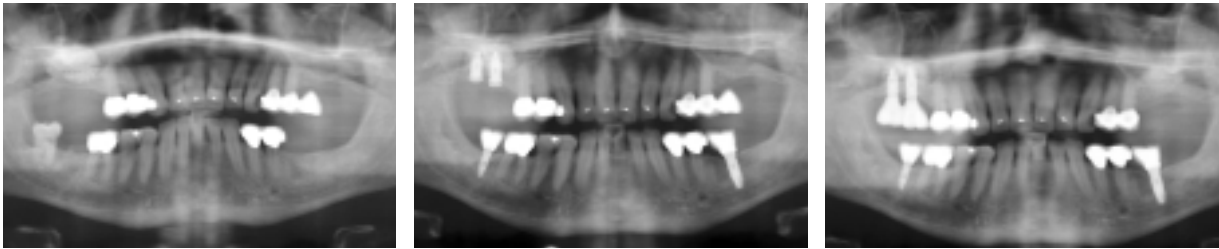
Röntgenkontrolle nach Sinusbodenelevation mit Cerasorb®, autogenem Knochen und PRP. – Abb. 8: Zustand nach Insertion von zwei endossalen Implantaten in den augmentierten Bezirk in Regio 16 und 17. – Abb. 9: Zustand nach prothetischer Versorgung des rechten Oberkiefers und einer Sinusbodenelevation auf der linken Seite.
